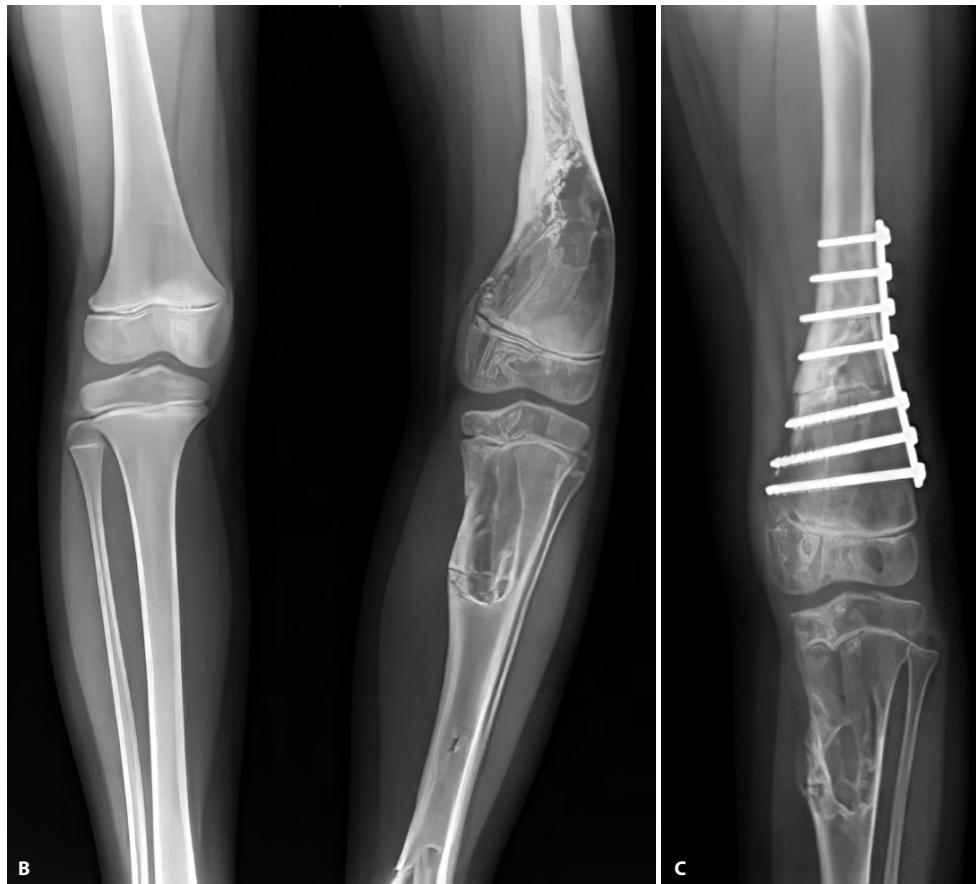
6 years and 10 months: next progression of supracondylar femoral varosity (-20°) but tibiofemoral angle was normal (5°) X-ray – B. Re-osteotomy was done – C.
